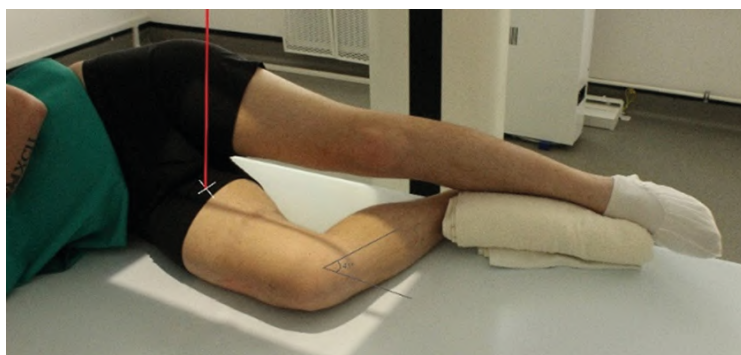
Рентгенография бедренной кости. Боковая проекция, проксимальный отдел
